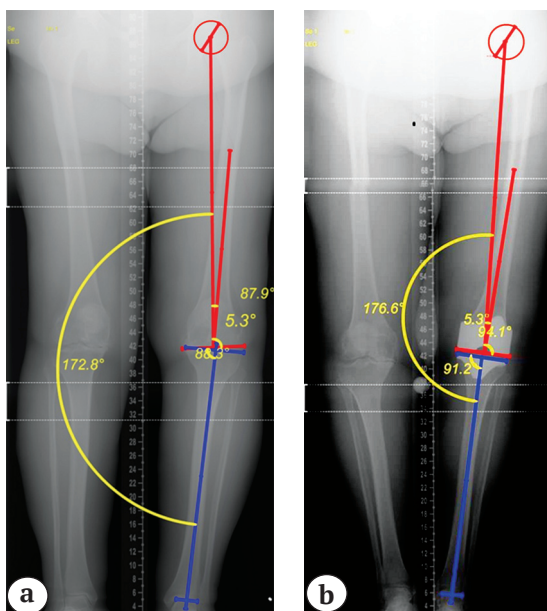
Телерентгенограммы пациента с гонартрозом 3 ст. и варусной деформацией: FVA = 5,3°, LDFA = 87,9°; MPТА = 88,3°, HKA = 172,8° (а); через 3 месяца после операции: FVA = 5,3°, LDFA = 94,1°, MPТА = 91,2°, HKA = 176,6°, остаточный варус — 3,4° (б)
